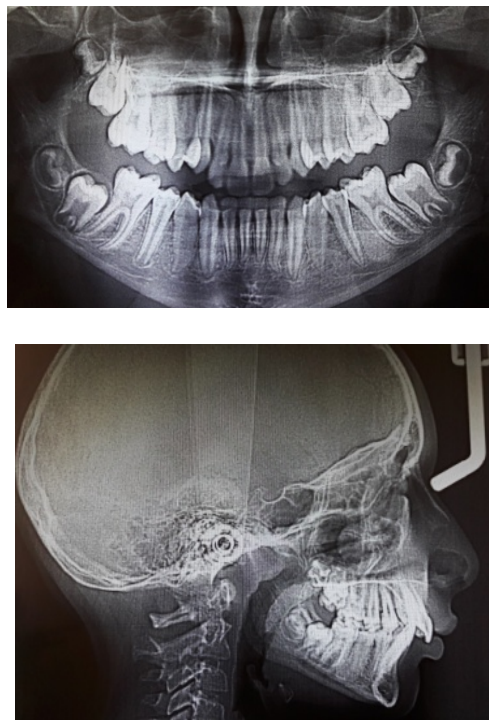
Ортопантомограмма и телерентгенограмма 11-летней пациентки
